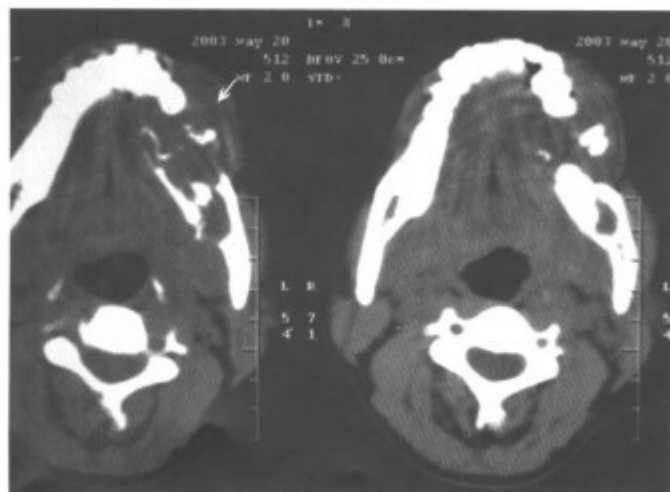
同上病例, CT 平扫, 另一层面
